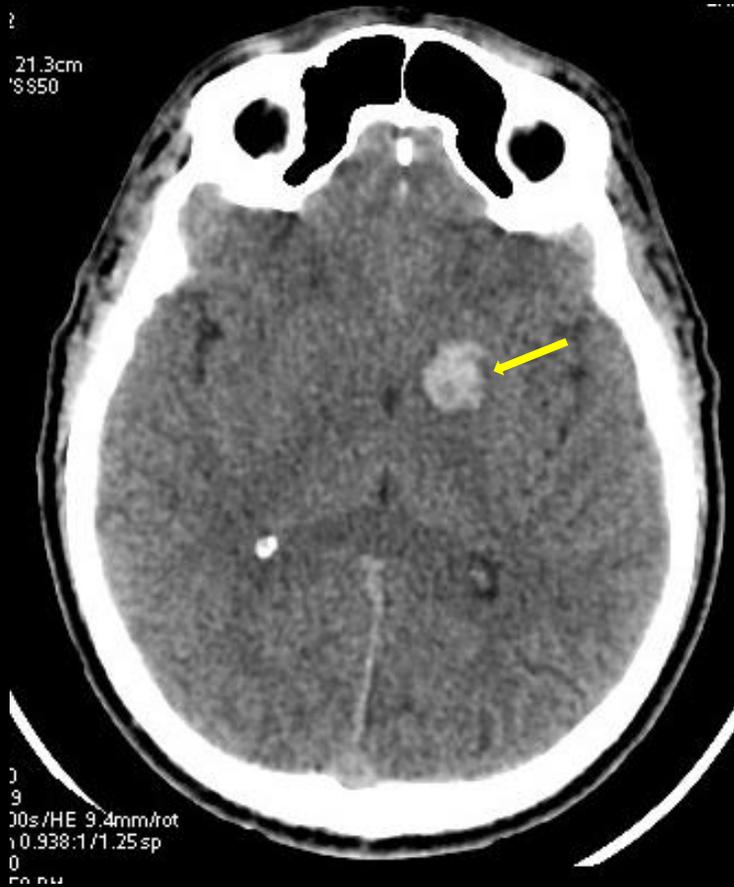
TC de cráneo simple, corte axial, se aprecia hematoma intraparenquimatoso a nivel del brazo posterior de la capsula interna izquierda.
